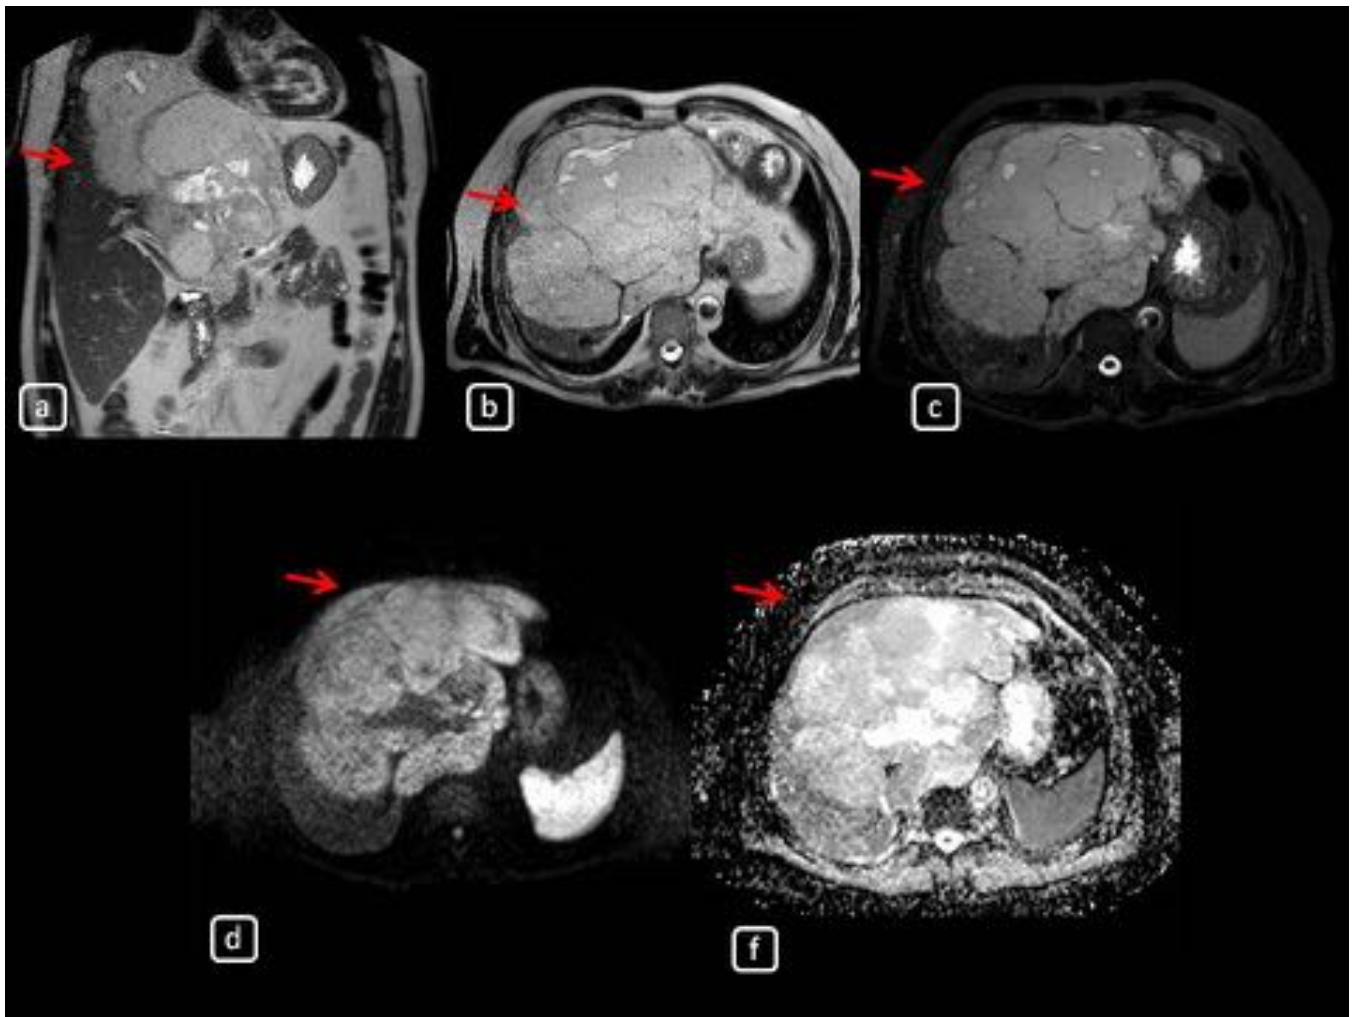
FIGURA 16. (a, b y c). SECUENCIA CORONAL Y AXIAL T2 Y STIR; LOE HEPATICA HIPERINTENSA QUE OCUPA LA PRACTICA TOTALIDAD DEL LHI Y SEGMENTOS VII Y V DEL LHD CON FOCOS DE NECROSIS INTRALESIONAL. (d y e); SECUENCIA AXIAL DWI Y MAPA ADC EN LA CUAL LA LOE HEPATICA MUESTRA RESTRICCION CON UN VALOR EN MAPA ADC EN TORNO A $1,3 \times 10^{-3} \text{ mm}^2/\text{s}$.
